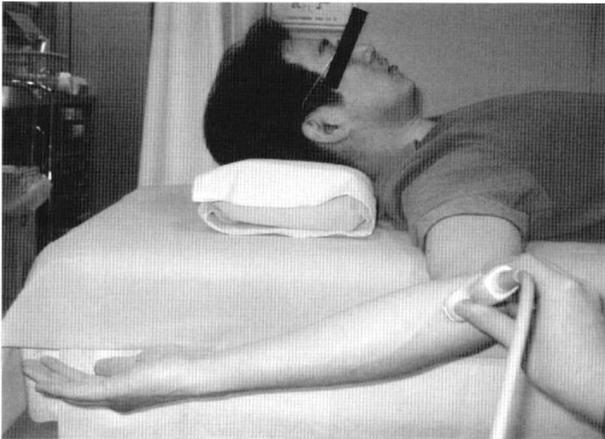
Gravity stress 下での超音波検査
